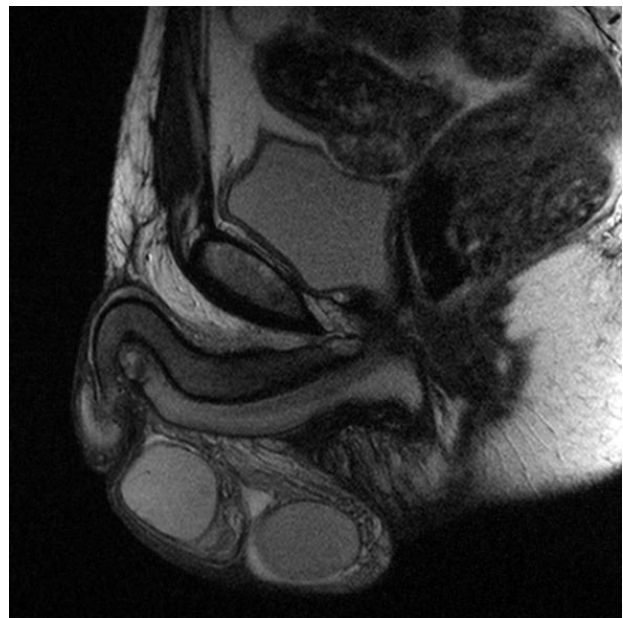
Resonancia magnética. Plano sagital postoperatorio.
